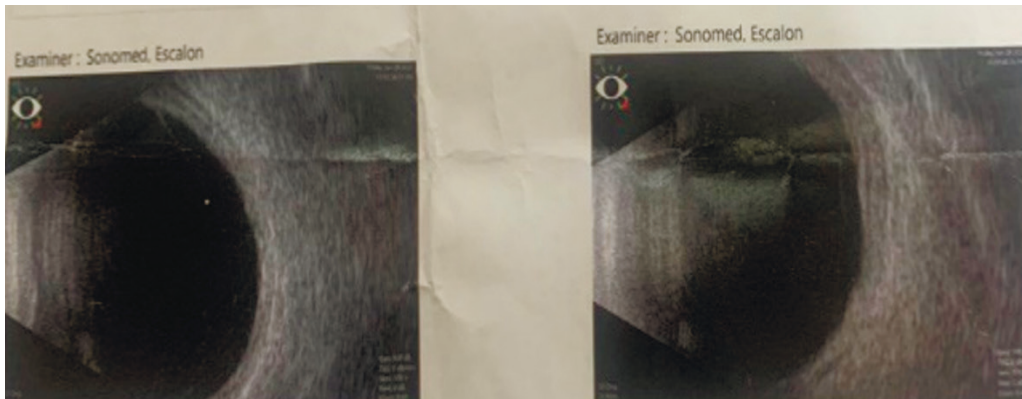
Результаты УЗИ (В-сканирования) правого глаза пациентки А. через 1 месяц после операции: (2 декабря 2022 г.), полное прилежание сосудистой оболочки.
